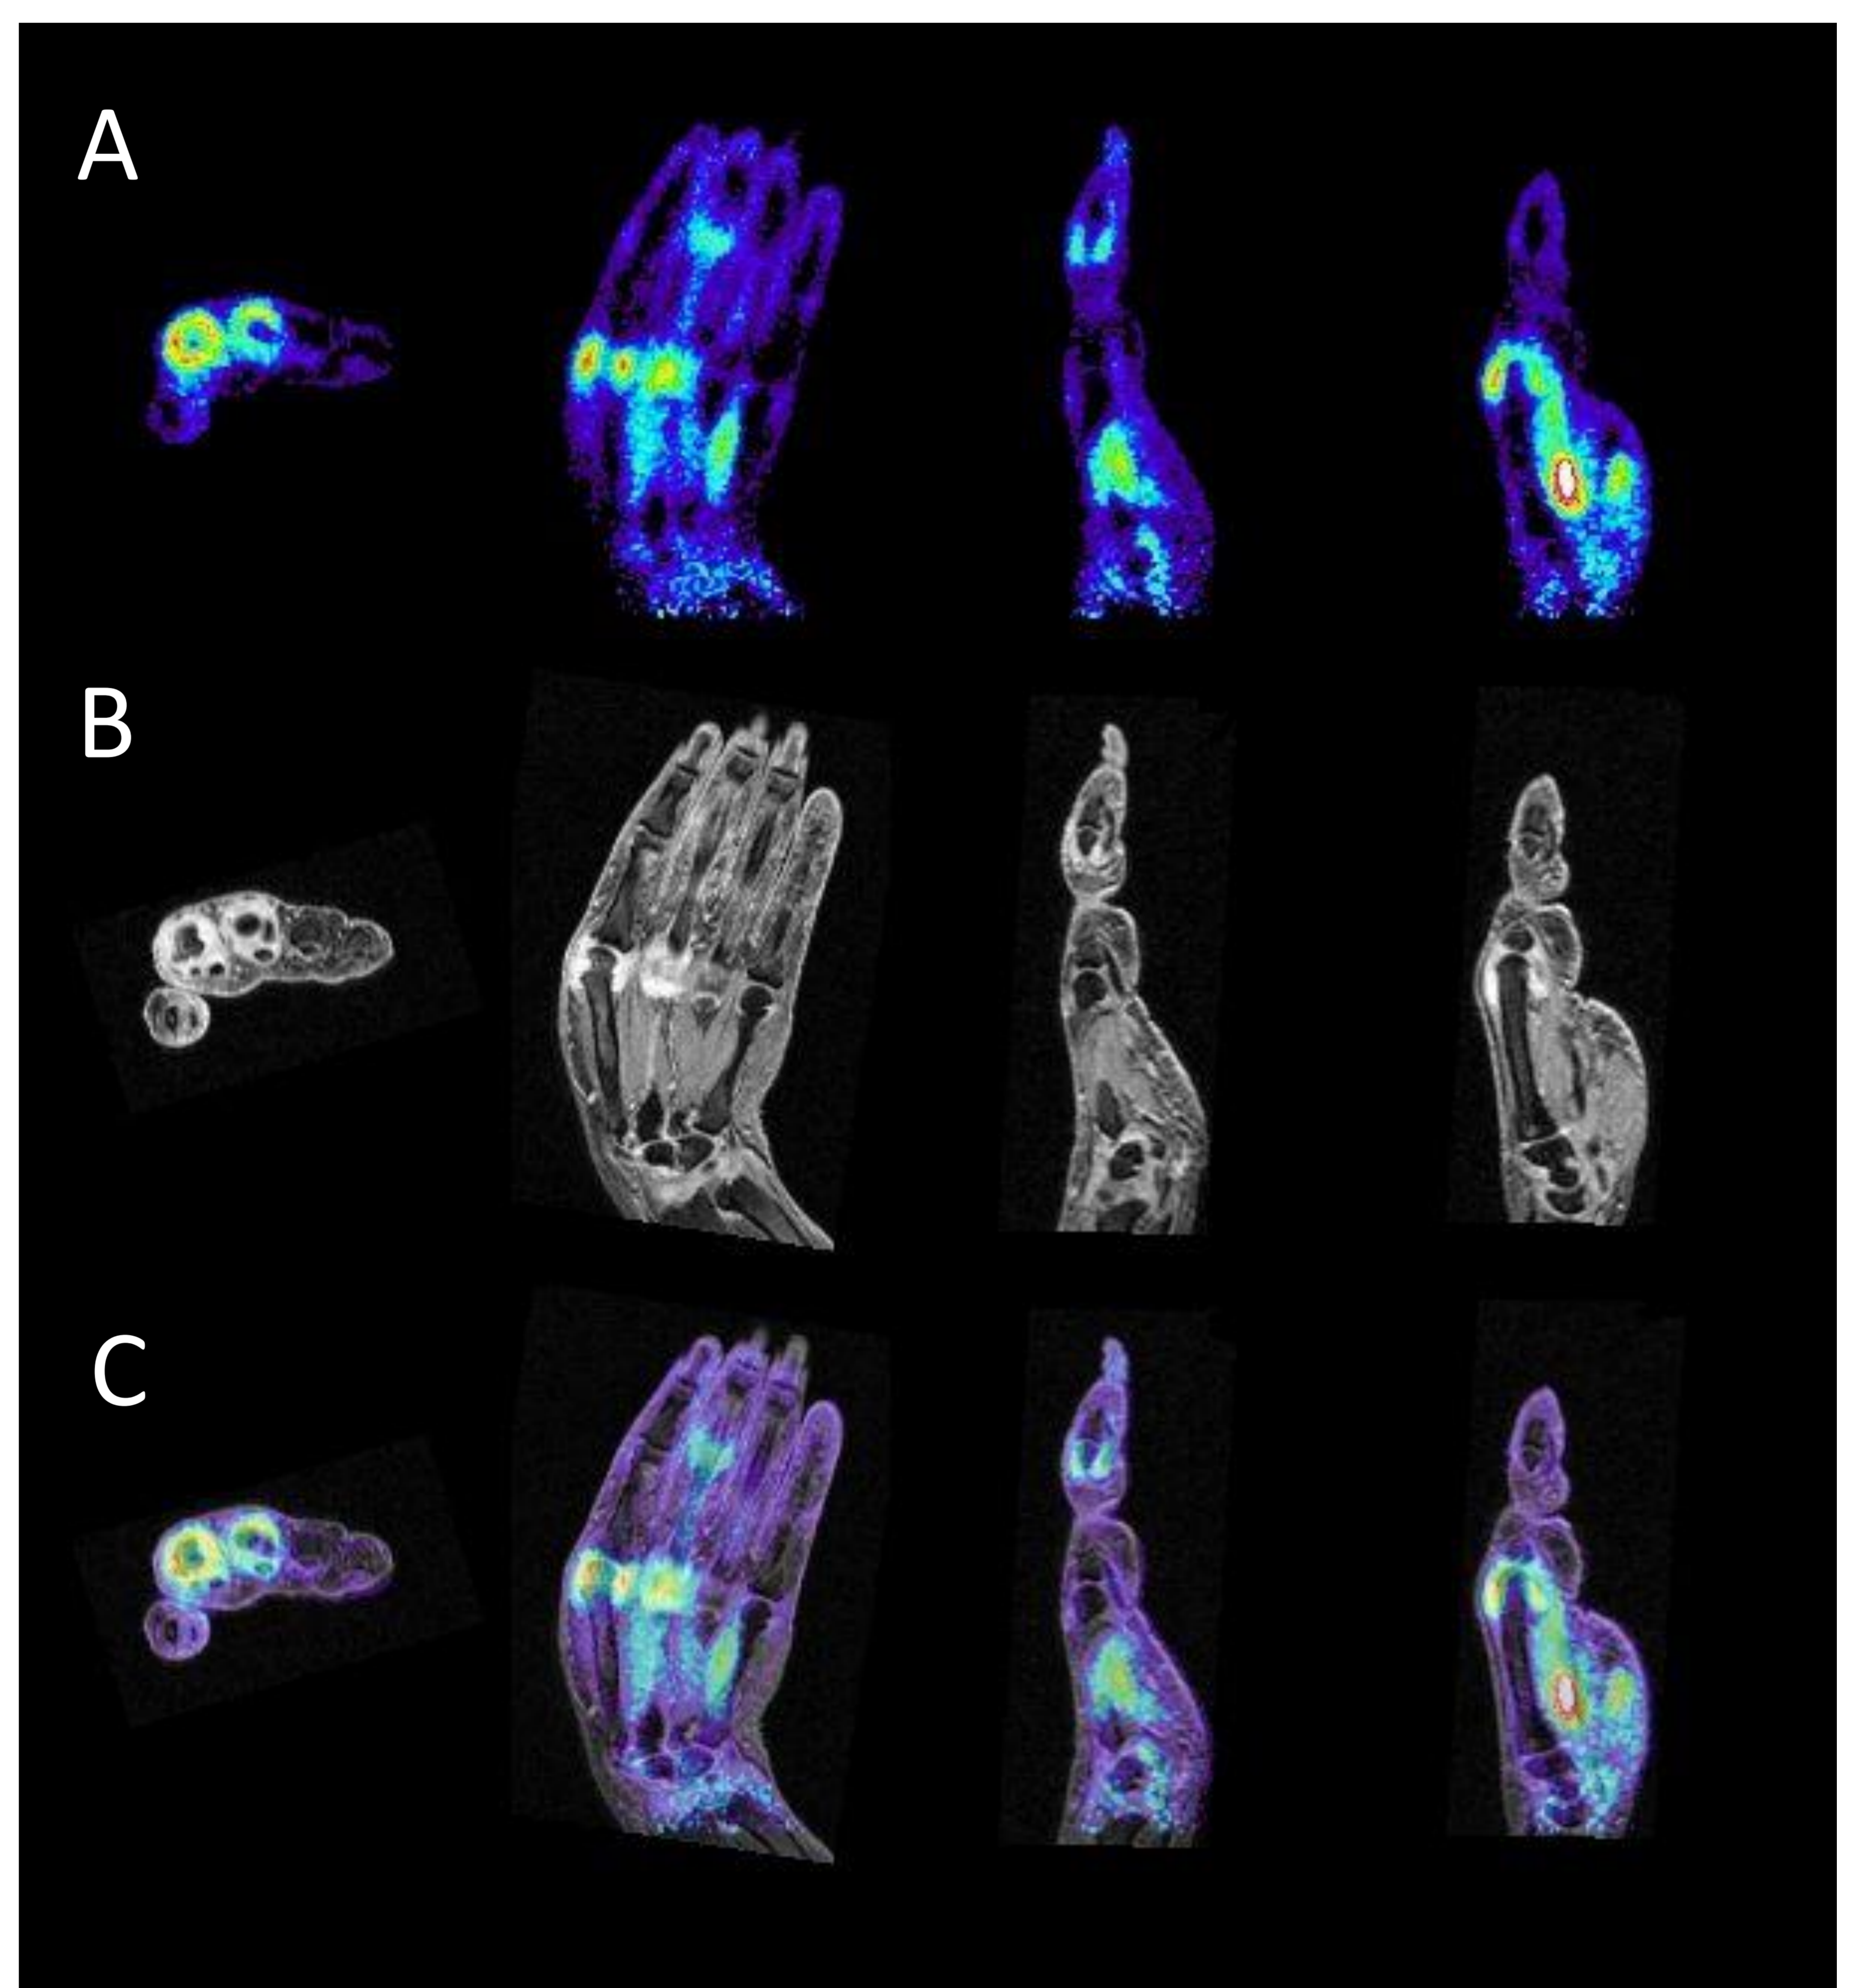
coronare, axiale und sagittale Darstellung eines 18F-FDG PET der Hand (A) einer Patientin mit früher, aktiver rheumatoider Arthritis, deutlich gesteigerter Glukoseutilisation der MCP-Gelenke II bis IV sowie PIP III. (B) Hochfeld-MRT der Hand (STIR-Sequenz) in gleichen Schnittebenen. Deutliche Signalsteigerung von MCP II und III. Hybride Darstellung (C) des PET (A) und Hochfeld-MRTs (B)
